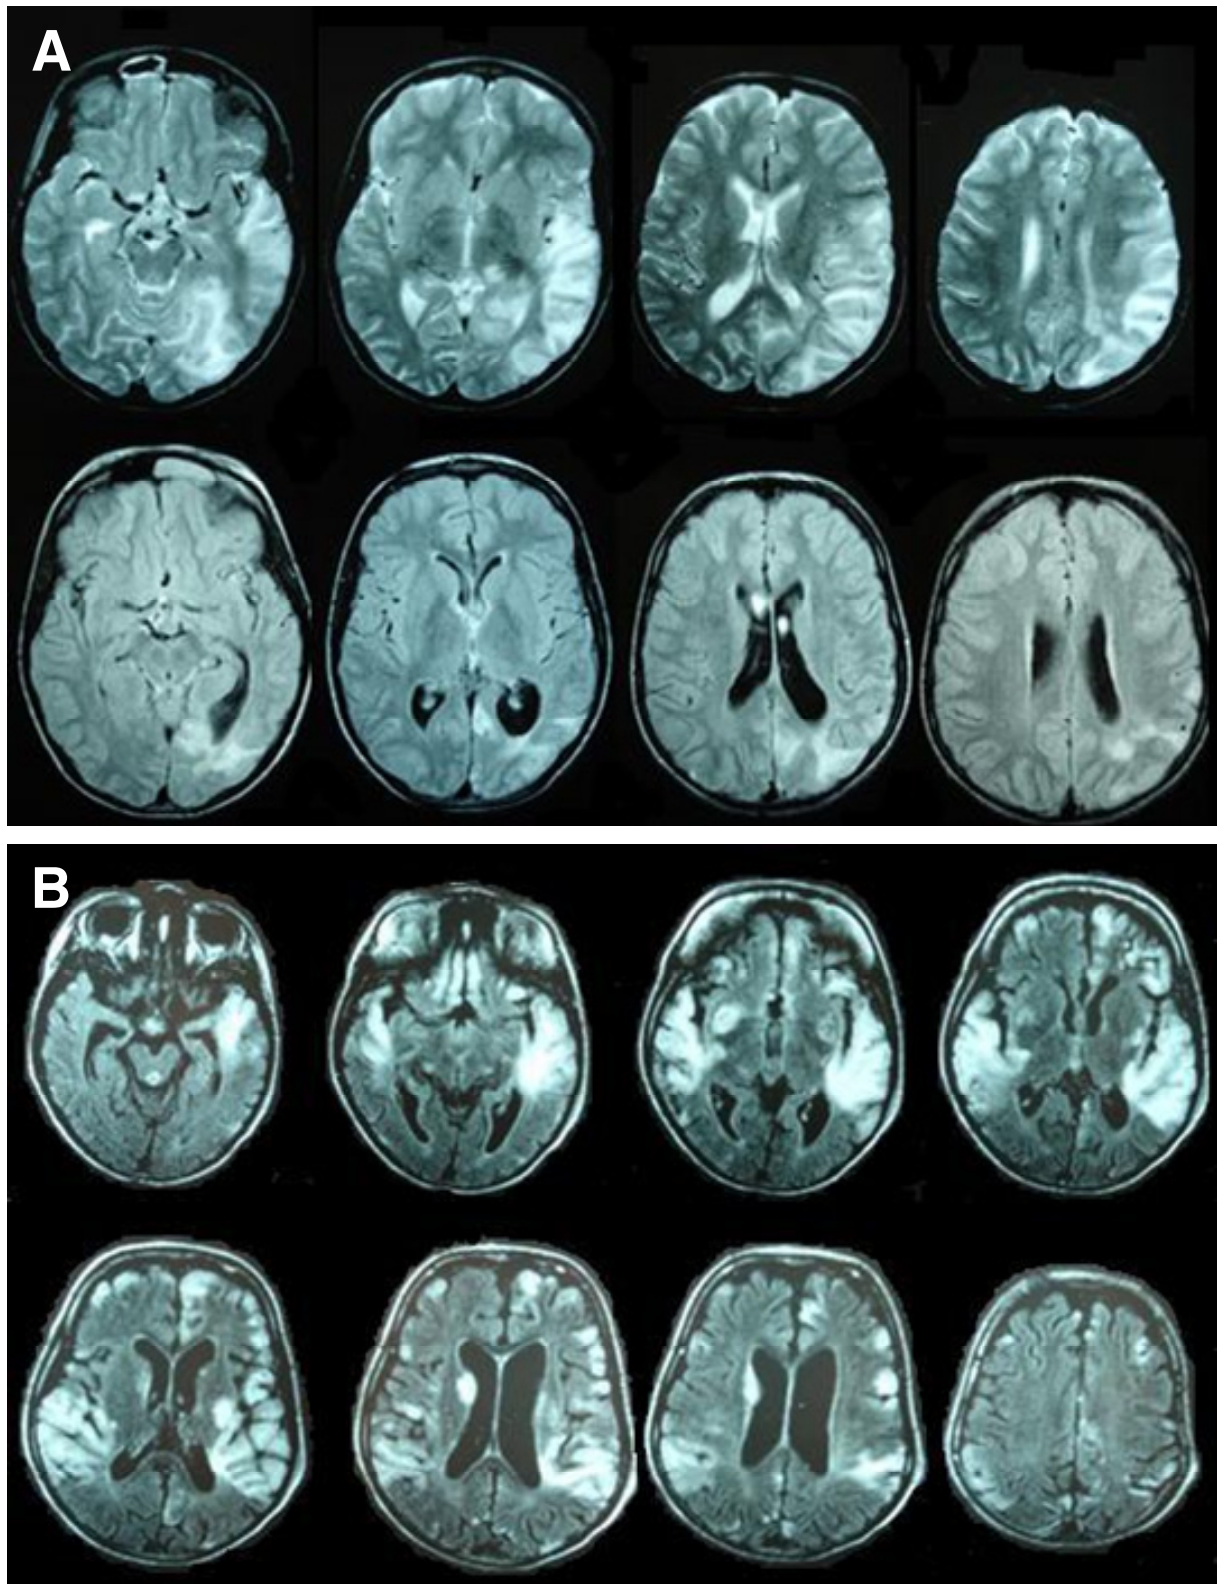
Lesões semelhantes à AVC pela ressonância nuclear magnética de crânio mostrando: (A) padrão radiológico unilateral no caso 7 nas imagens ponderadas em T2 e FLAIR; e (B) padrão bilateral no caso 8 nas imagens ponderadas em FLAIR.
